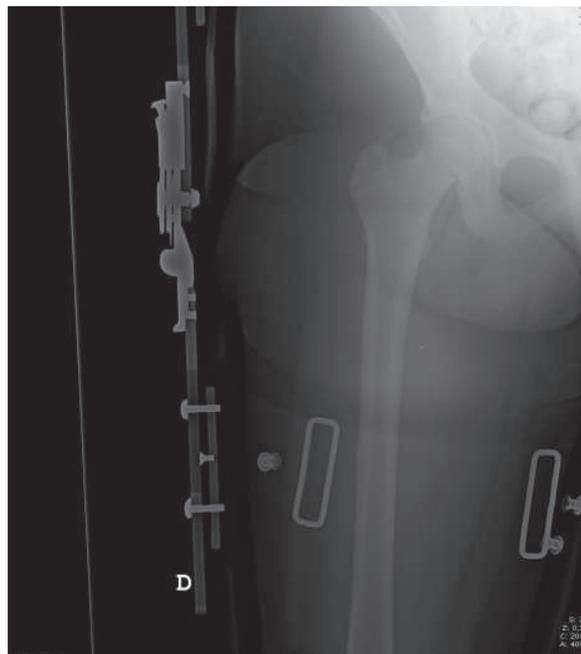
Radiografía anteroposterior de pelvis que muestra la cadera con la órtesis antirotatoria puesta.
